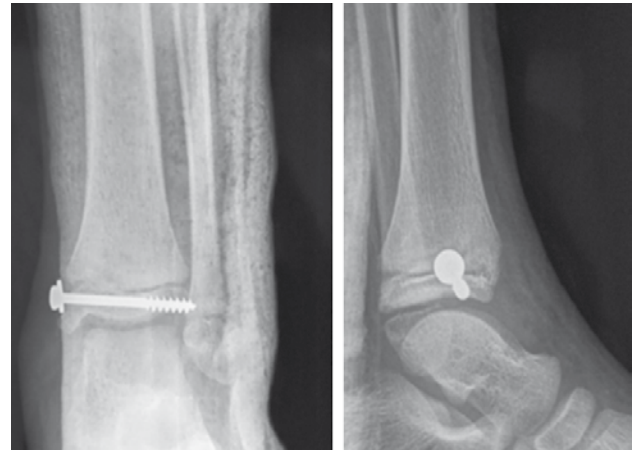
radiographie de face et de profil d'une fracture de Mc Farland traitée par vissage avec rondelle
